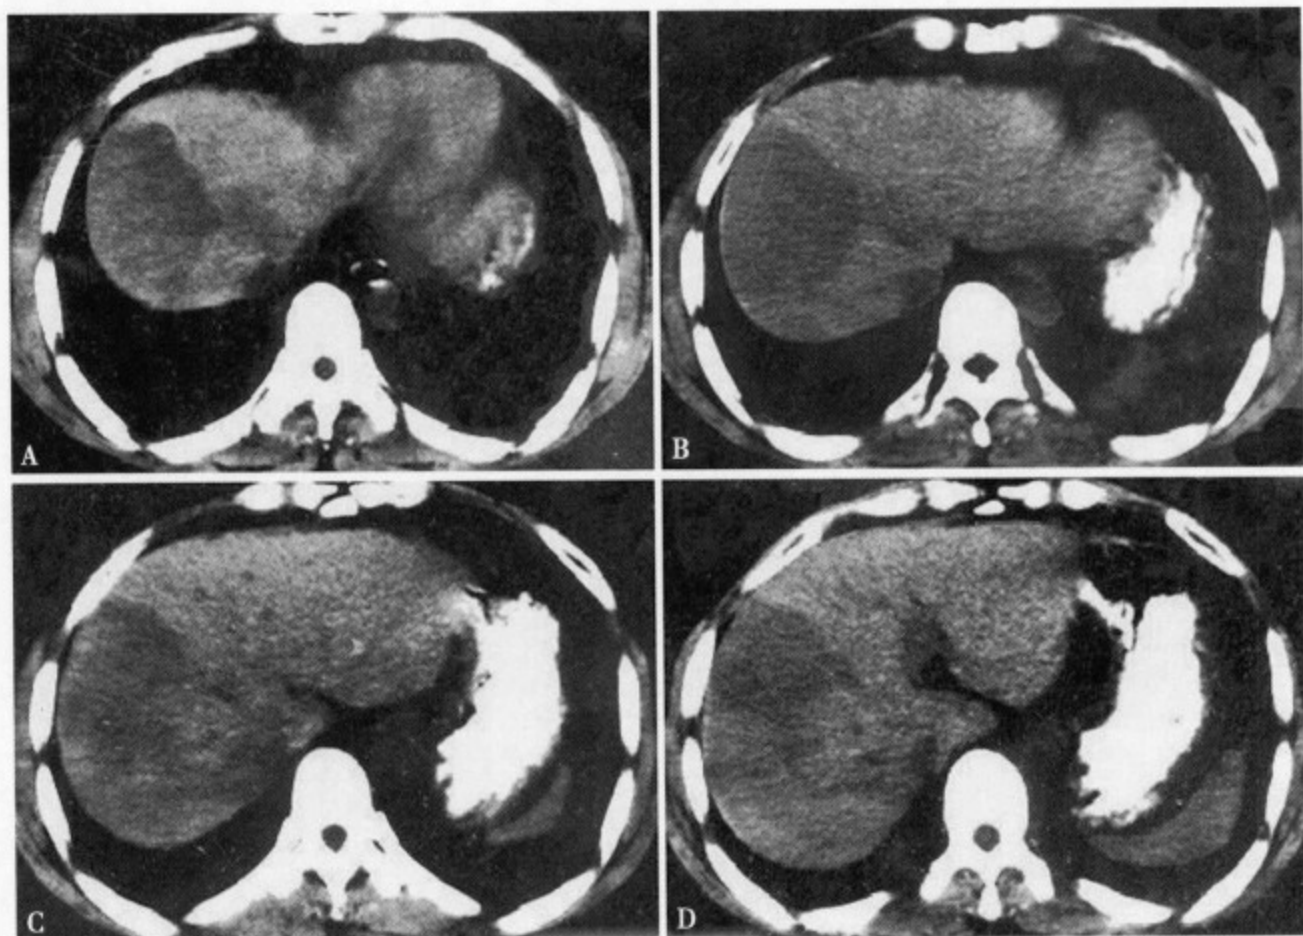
CT 平扫肝显示肝右叶大片状均匀低密度区，CT 值约 30 ~ 37Hu 呈楔形分布，边缘尚清
